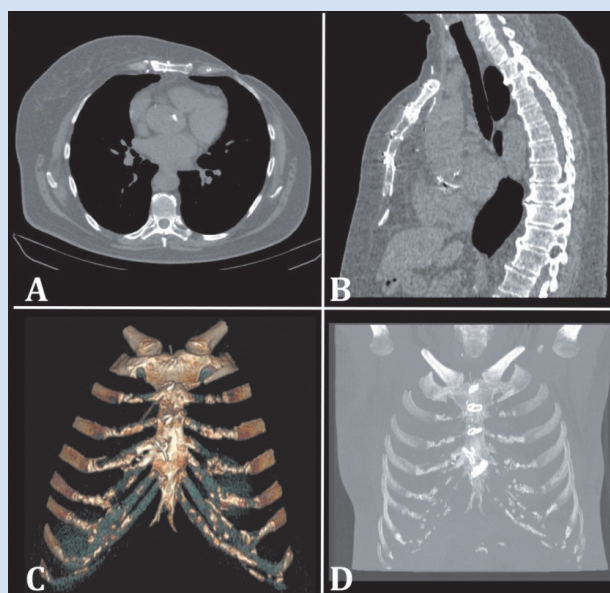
Результаты МСКТ органов грудной клетки (ноябрь 2019 г.): A, B – аксиальный срез на уровне средней трети грудины и сагитальный срез по срединной линии; C, D – трехмерная реконструкция и фронтальная проекция с реформатированием грудины
